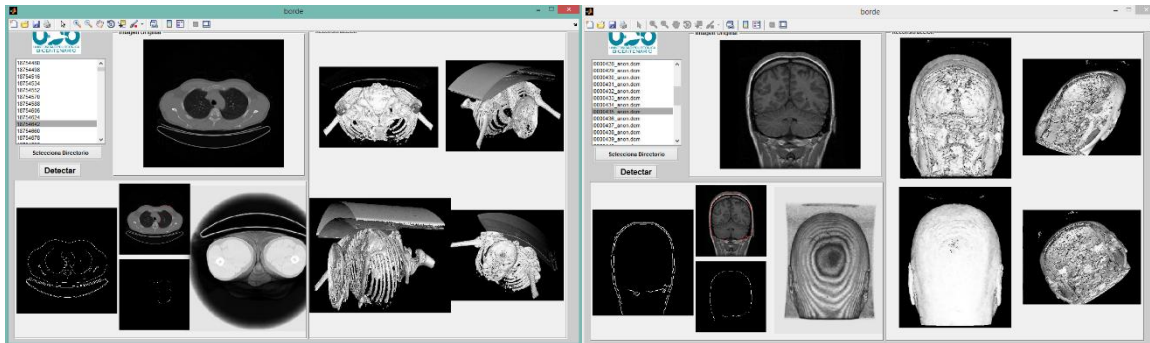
a) Prueba de la interfaz en la reconstrucción del cerebro., b) Prueba de reconstrucción TAC-TEP.
